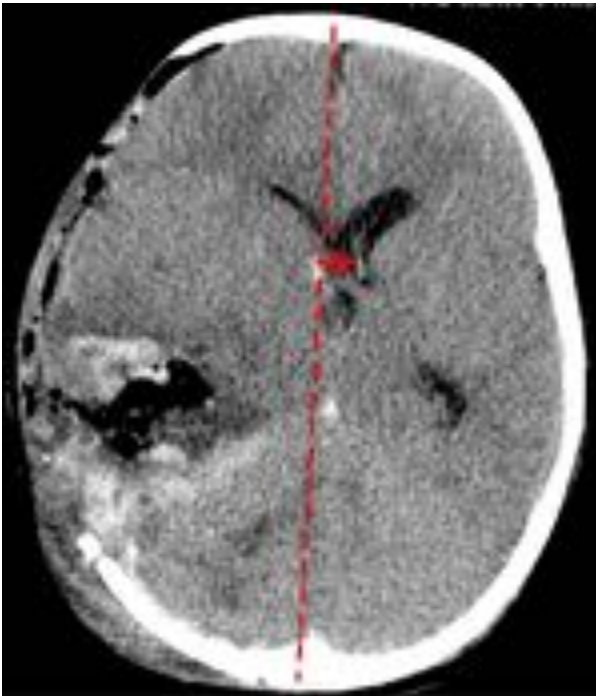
TC sin contraste en post-operatorio (PO) inmediato de CD frontoparietal derecha, se observa disminución del desplazamiento de la línea media.
